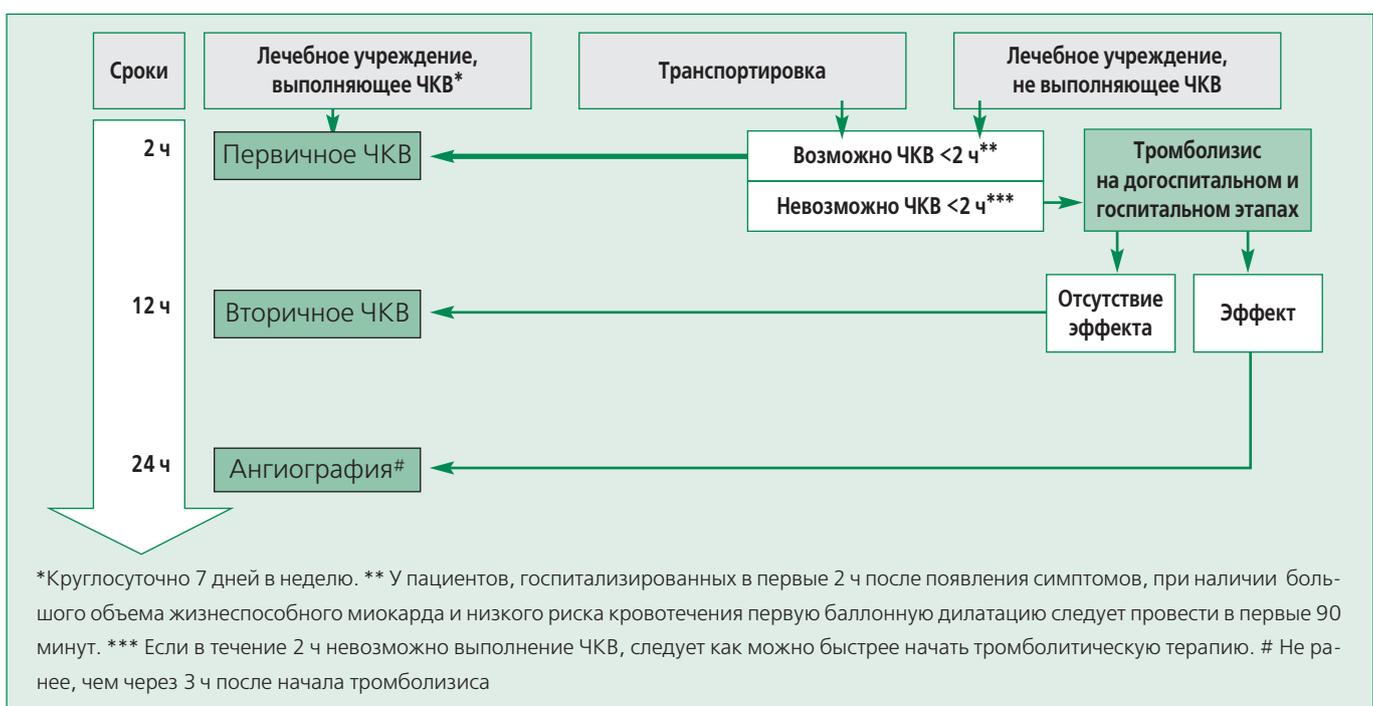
Стратегии реперфузии. Жирная стрелка — предпочтительная стратегия
